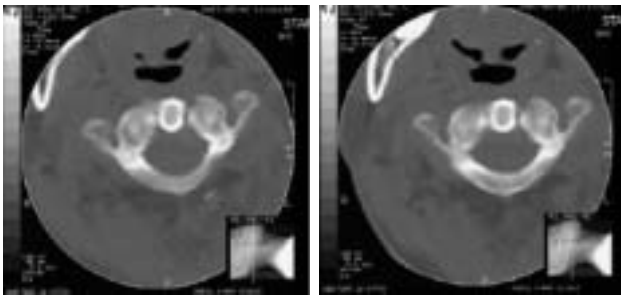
Representative CT image of improved C1 rotation on wearing the intraoral device for the yinyang balance of the temporomandibular joint posture.
